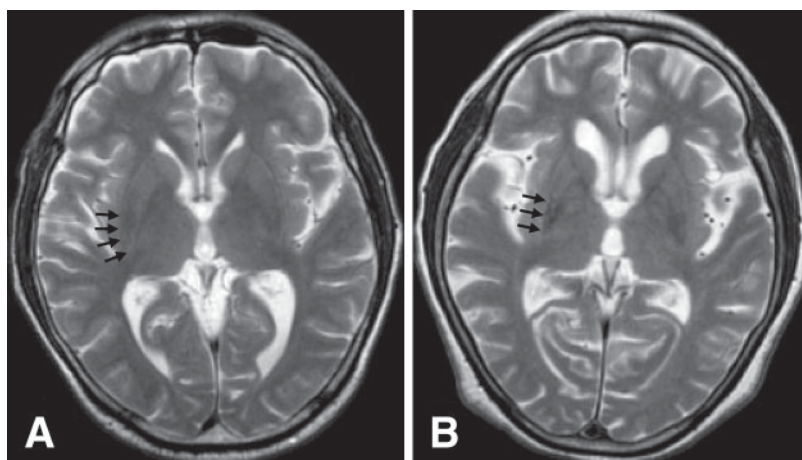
T2-weighted axial images of two subjects. The posterolateral margin of the bilateral putamen (black arrows) is convex and not linearized (score = 0) in a healthy subject (A), whereas the right putamen is linearized (score = 2) in a patient with the Parkinson variant of multiple system atrophy (B).
